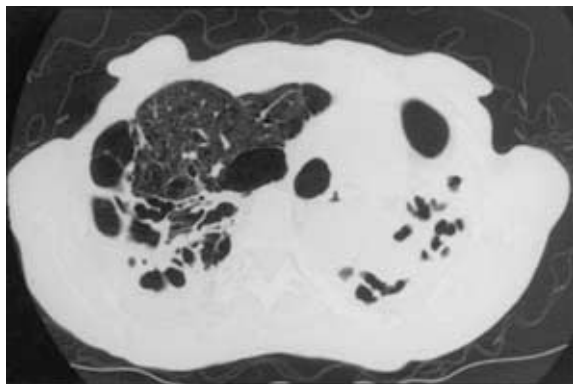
Chest CT shows active lesions around the cavities in the upper lobes.
